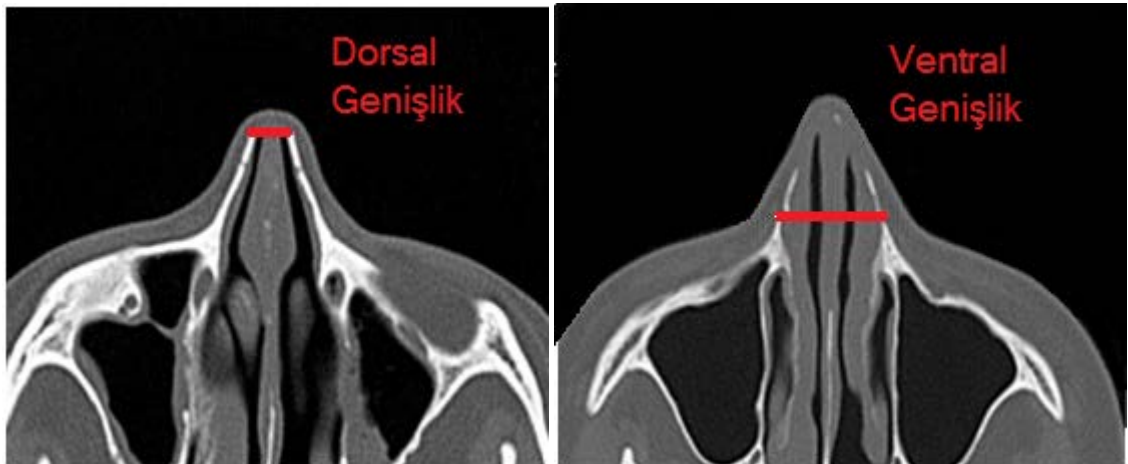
Aksiyal BT kesitlerinde, dorsal ve ventral genişlik ölçümü
